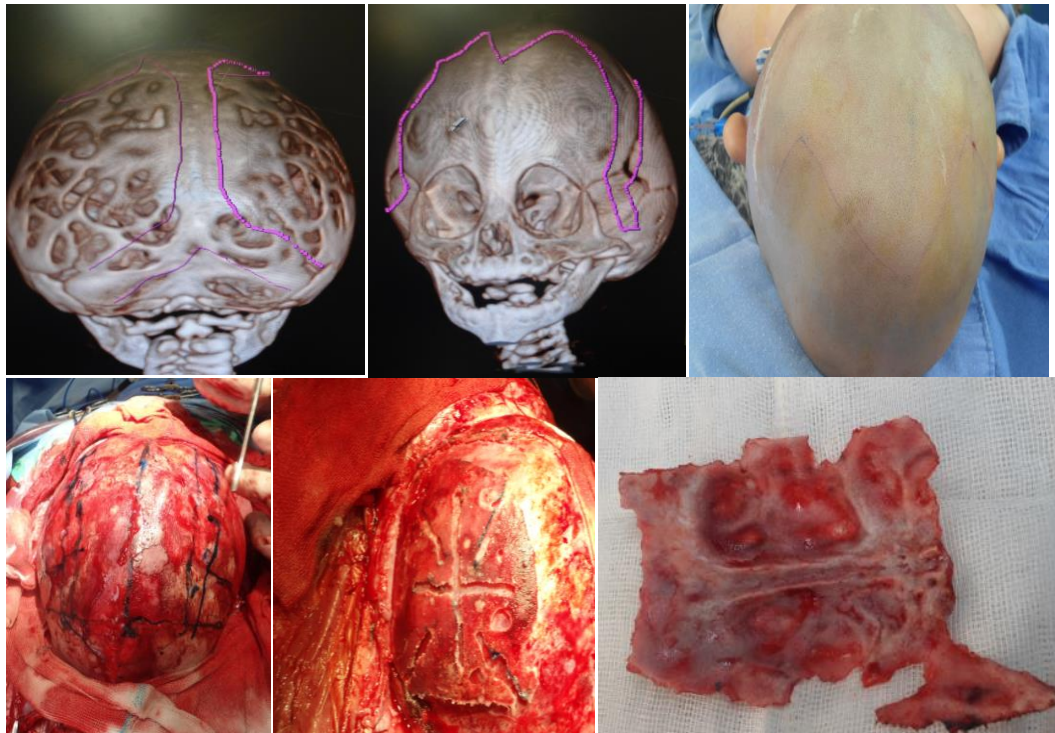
TAC de cráneo 3D cierre de la sutura sagital se marca el área para realizar los cortes, la posición del paciente en decúbito prono la incisión en zig-zag, se marca con azul de metileno los cortes a realizar 3 cm lateral de la línea media, osteotomía en piel de oso cortes en la región occipital y la fosa temporal se realiza liberación de parietal y radiaciones en forma de cruz, osteotomía sagital.
